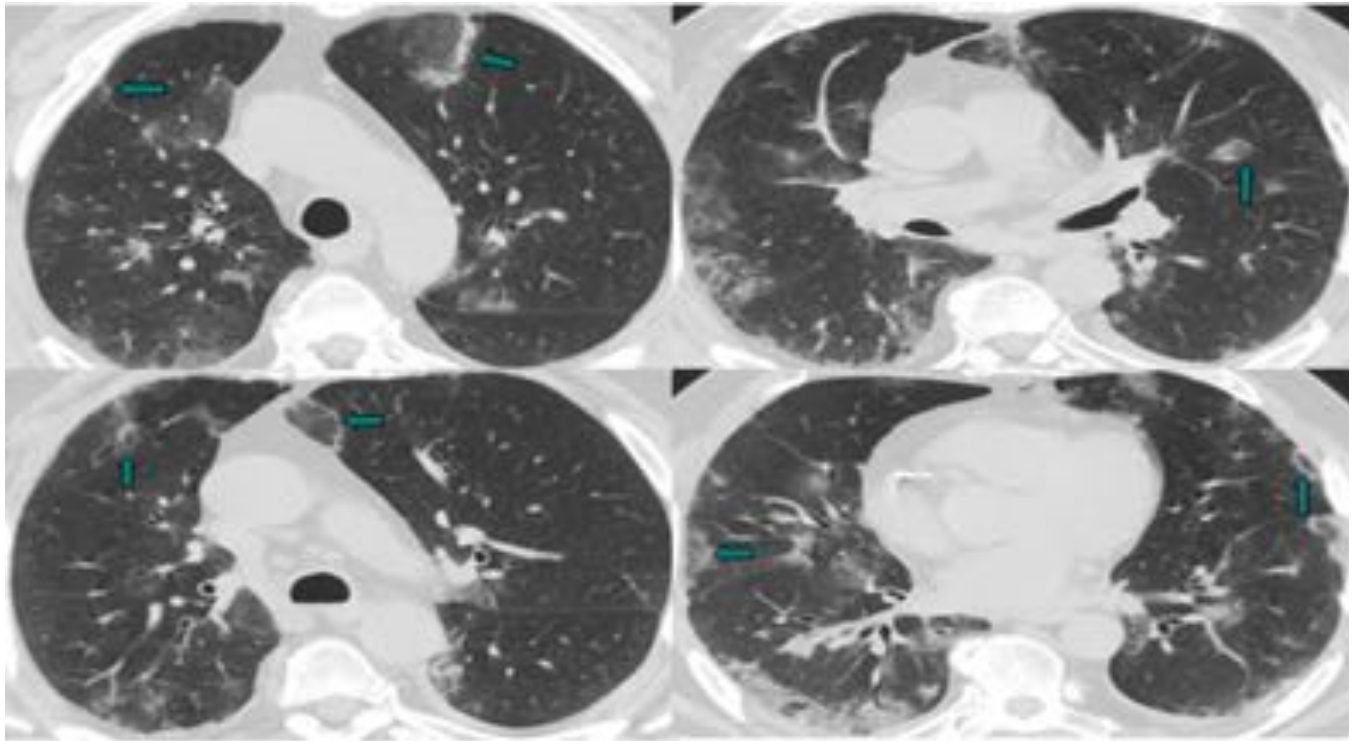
Varón de 56 años diagnosticado de bronconeumonía adquirida en la comunidad. En el TC se observan condensaciones pulmonares bilaterales parcheadas en vidrio deslustrado y con SHI (flechas) de predominio subpleural. Tras tratamiento con levofloxacino durante 14 días resolución del cuadro
